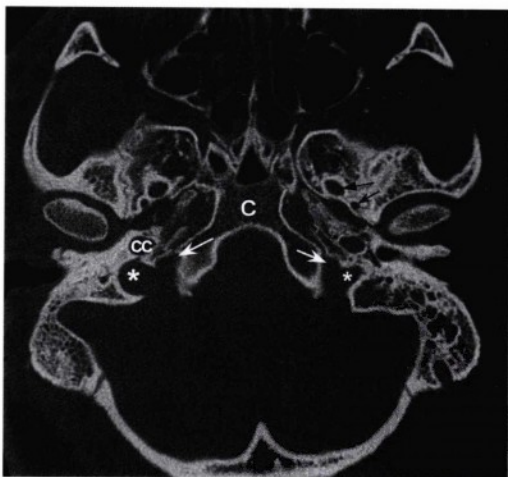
经颅底层面的横断位CT骨窗平扫图像，显示正常的双侧颈静脉孔。颈静脉、迷走和副神经通过该孔的血管部（星号）。舌咽神经通过孔前内侧的神经部（白色箭头）。右侧颈静脉孔较左侧大，是典型的正常表现。前方可见正常的颈动脉管（CC）。图中显示正常的斜坡（C），卵圆孔、棘孔分别以黑直和黑凹箭头显示。
